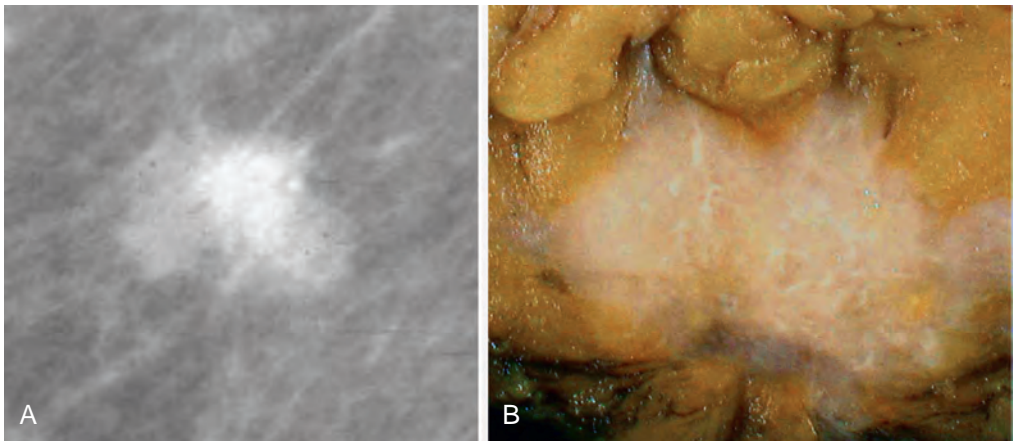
Carcinoma ductal invasivo. A. La radiografía muestra un cáncer invasivo con un borde irregular característico. B. A simple vista, la masa firme blanquecina contiene áreas de aspecto similar al yeso de estroma elastótico que se extiende en el tejido adiposo amarillo adyacente. (B, por cortesía de la Dra. Anna Laury, Brigham and Women's Hospital, Boston, MA.)
